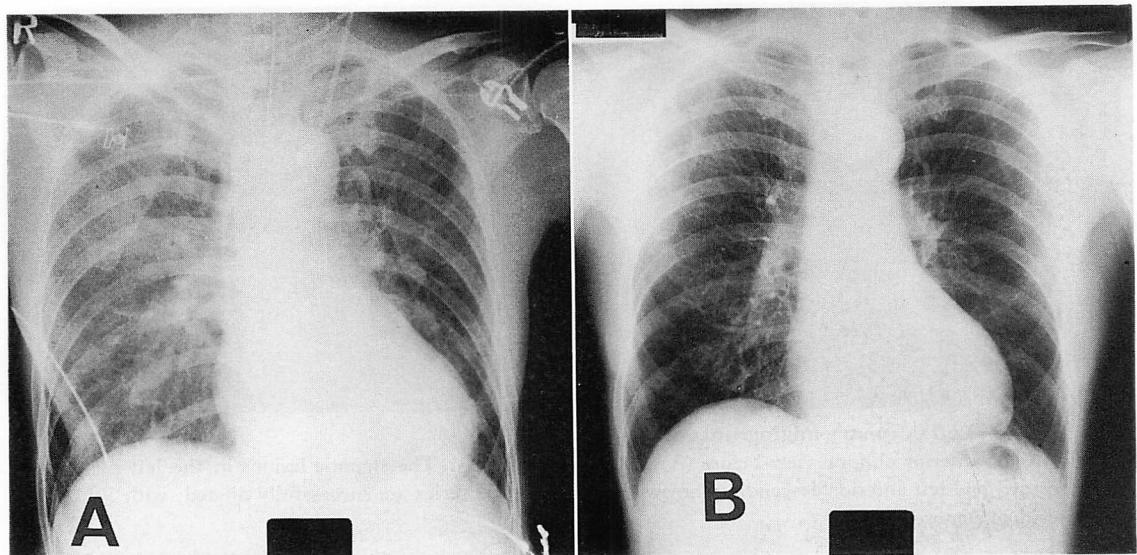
Chest radiographs of Case 2.
